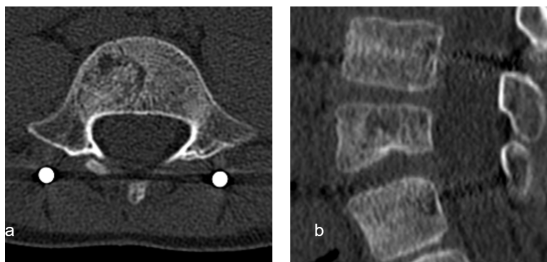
Костное ремоделирование очага в теле L5 позвонка на аксиальной (а) и сагиттальной (б) проекциях при КТ поясничного отдела позвоночника
